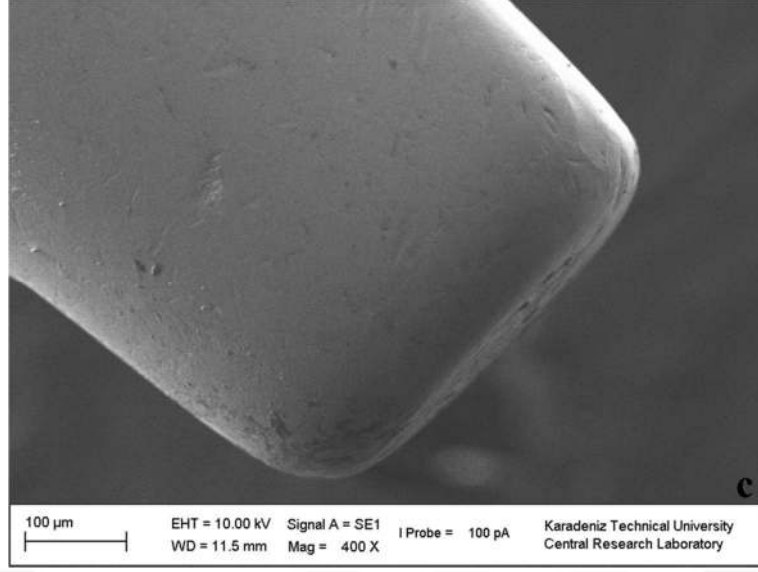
Grup 3 disklerin enstrümantasyonunda kullanılan ultrasonik uçların SEM görüntüleri (a) 100x büyütmedeki görüntüsü (b) 250x büyütmedeki görüntüsü (c) 400x büyütmedeki görüntüsü
